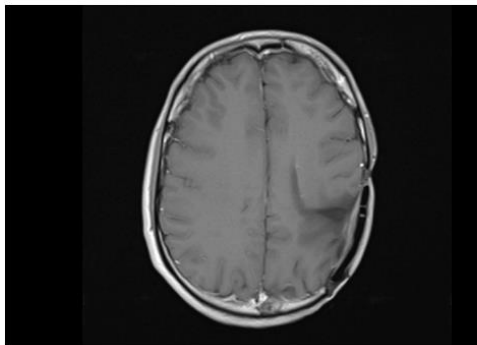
Axial T1-weighted MRI scan showing no contrast-enhanced lesion.
